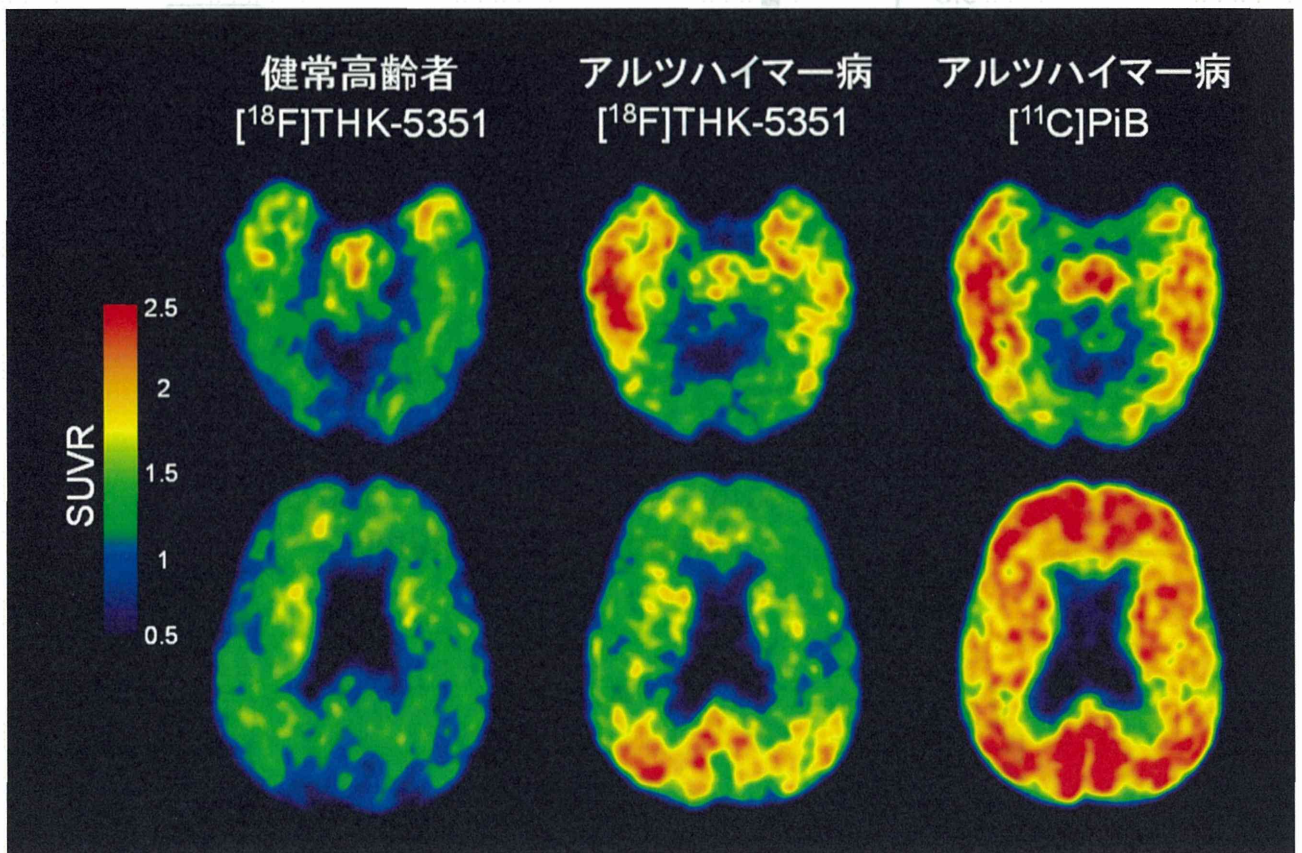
健常高齢者、アルツハイマー病（AD）患者における $[^{18}\text{F}]\text{THK-5351}$ PET 画像（投与後 50～60 分の SUV 加算画像）と同一 AD 患者の $[^{11}\text{C}]\text{PiB}$ PET 画像（投与後 50～70 分の SUV 加算画像）
